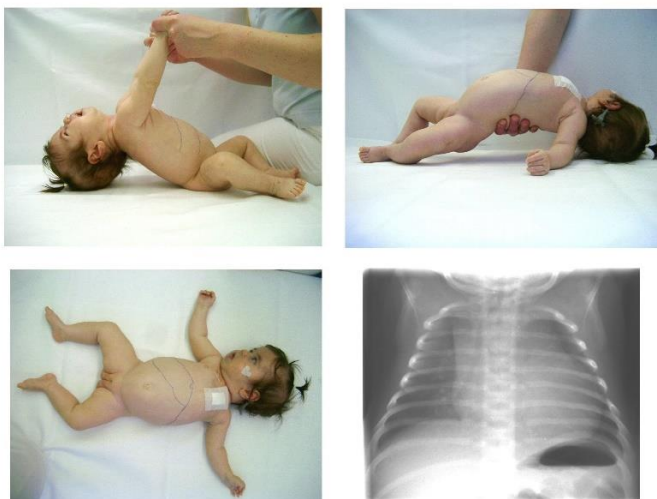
Vier Monate altes Mädchen mit IOPD und ausgeprägter Muskelhypotonie sowie Kardiomegalie im Röntgen-Thorax
